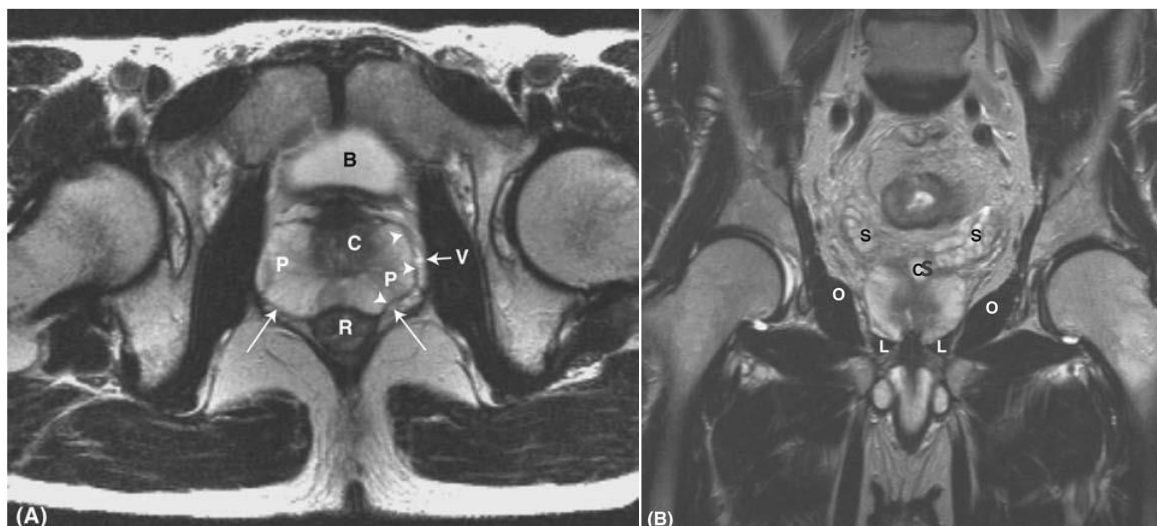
Anatomia normal da próstata por RM. (A) T2 axial; (B) T2 coronal. B- bexiga; C - glândula central; P- zona periférica; R- recto; seta sem cauda- pseudocápsula; seta longa- localização do complexo neurovascular; V- plexo periprostático; S- vesículas seminais; L- músculo elevador do ânus; O- músculo obturador; CS- cisto [116].
